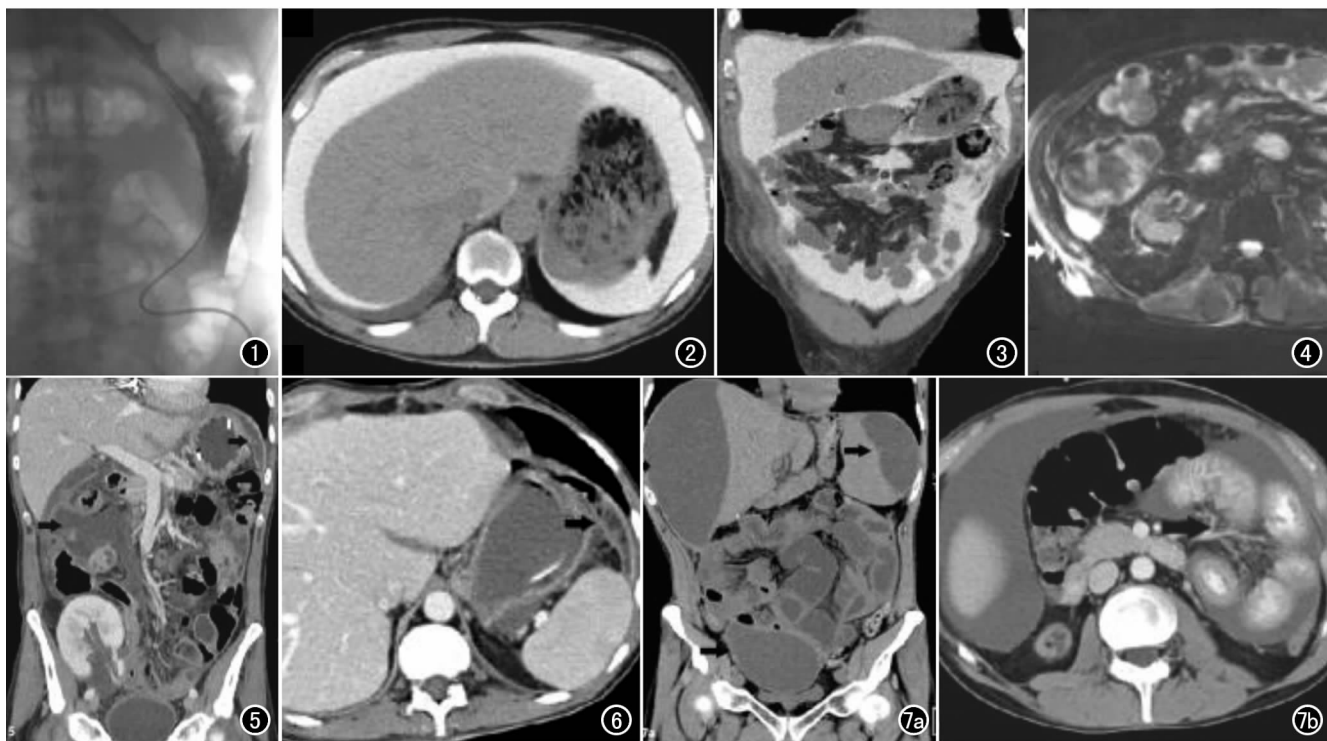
腹部平片(腹透后),患者左季肋部见一导管,此区有继发性化脓性腹膜炎和大的结肠周围脓肿。图 2 腹部 CT 见透析液均匀分布于整个腹腔,透析导管放置于正确部位。图 3 腹部 CT 可见一个典型的皮下水肿。图 4 MR T₂WI 示透析液自腹膜破损处漏出,两侧皮下水肿(右>左)。图 5、6 分别为冠状面和横轴状面腹部像示因严重导管感应性腹膜炎而导致的腹腔内脓肿形成,脓肿内可见空气。尽管 NTX 会损害患者肾脏, CAPD 还得继续。图 7 a) 冠状面 MDCT。腹腔内出现包裹的液体,提示慢性腹膜炎,透析交换面积减少,脏器表面腹膜增厚提示腹膜硬化; b) 横轴面示腹水有明显的被包裹、局限的趋势,里面还包括一整段小肠。
